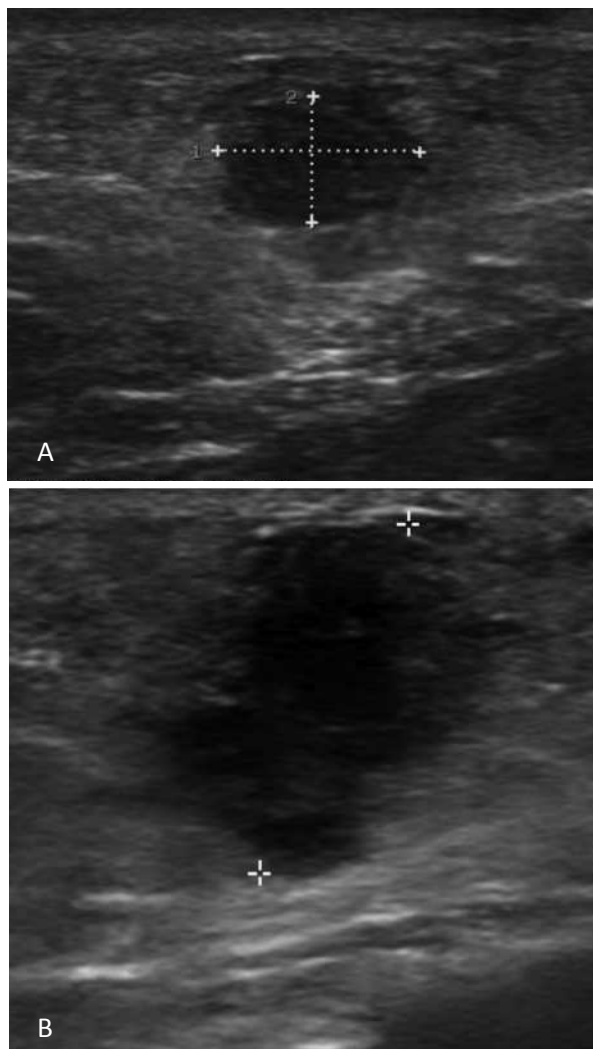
A) Ecografía en modo B, en la mama derecha en R2 a 6 cm del pezón; se observa: nódulo ovoide, hipoecoico, sólido de márgenes parcialmente circunscritos; dimensiones: 7,7 x 5,3 mm. B) Ocho meses después, muestra notorio incremento de sus dimensiones, sus contornos son irregulares, lobulados; su diámetro máximo es de 14,5 mm. C) con Doppler power muestra vascularidad interna y periférica.
